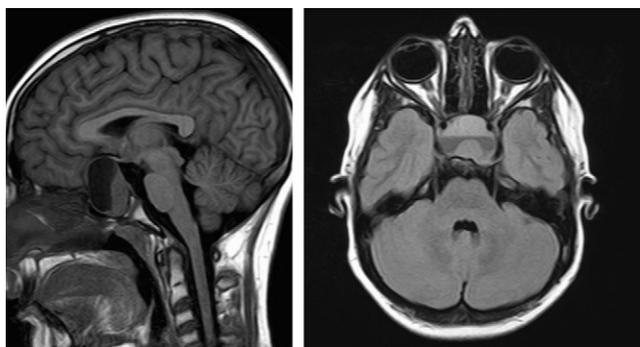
Resonancia magnética craneal: tumoración intra y supraselar.
